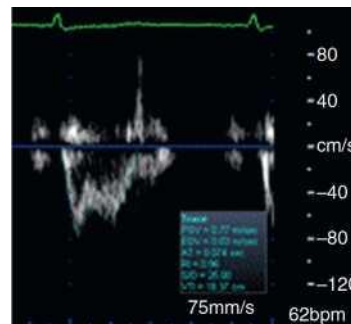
From Opatowsky AR, Clair M, Afilalo J, et al. A simple echocardiographic method to estimate pulmonary vascular resistance. Am J Cardiol. 2004;94:1079-1083.
